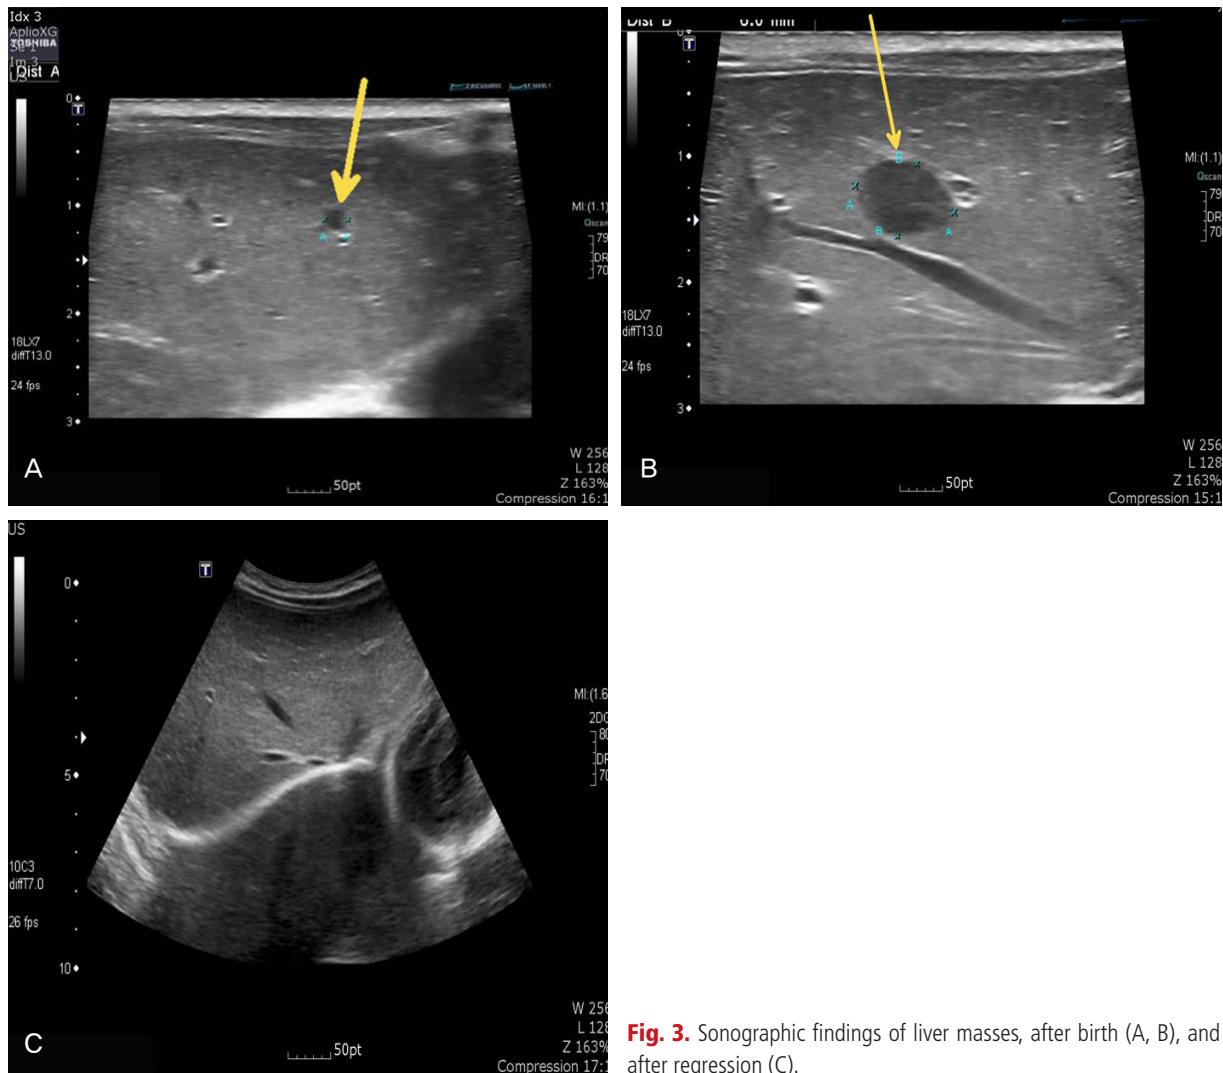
Sonographic findings of liver masses, after birth (A, B), and after regression (C).
